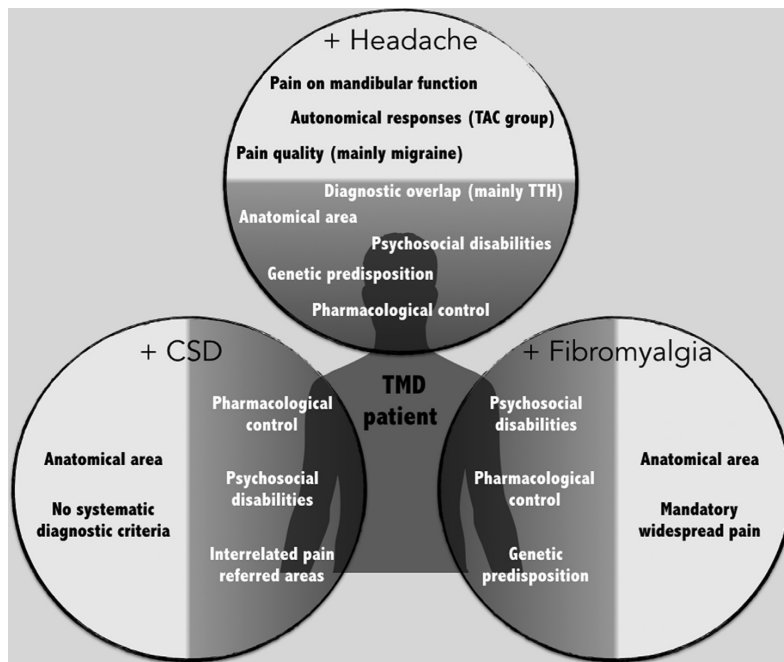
Similarities and differences between temporomandibular disorder (TMD) and headache, cervical spine dysfunction (CSD), and fibromyalgia. The dark gray area within the circumferences describes possible similarities, and the light gray area within the circumferences describes possible differences. TAC, trigeminal autonomic cephalgia; TTH, tension-type headache. Tomado de Costa et al. (2017).
